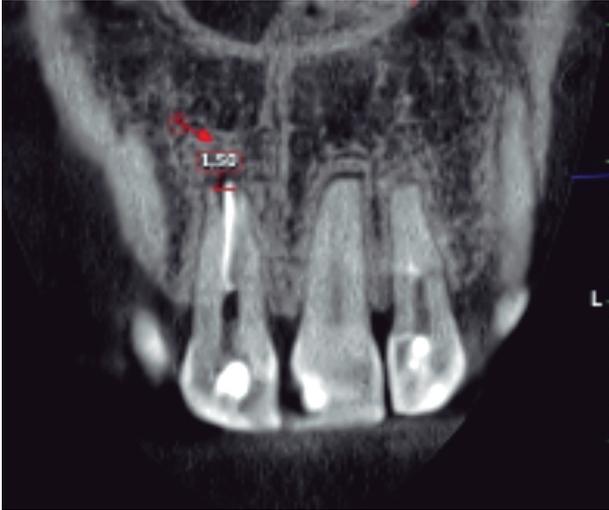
Imagen de CBCT de UD 11 donde se evidencia la resorción apical externa.
